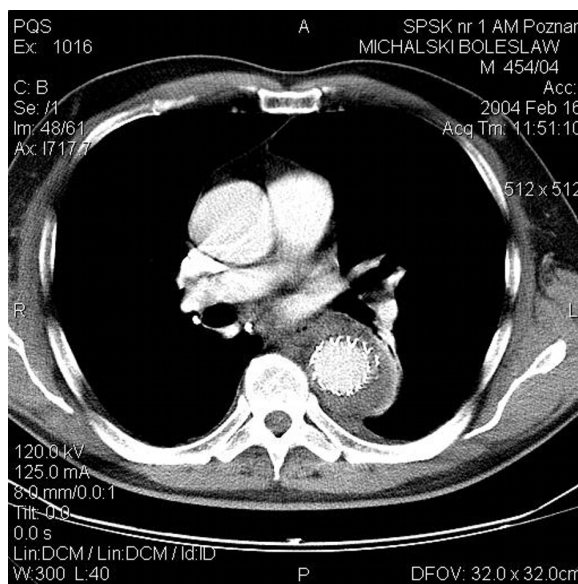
CT check-up. No symptoms of prosthesis infection
